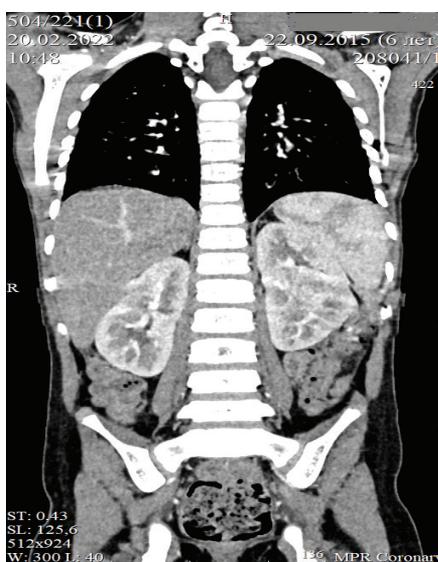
КТ грудной клетки и брюшной полости: образование брюшной полости
